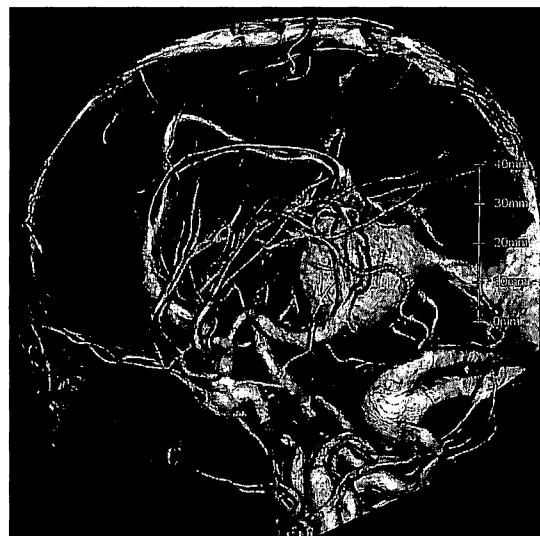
Vein of Galen aneurysmal malformation. This CT angiography of a 6-month-old boy shows a choroidal type of vein of Galen aneurysmal malformation. This anomaly is a consequence of the persistence of the median vein of the prosencephalon, in other words, the development arrest of the choroidal stage.
